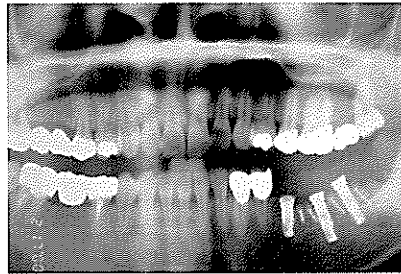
술후 방사선 사진. 양호하게 식립된 임플란트와 골편의 고정에 사용된 Screws를 관찰할 수 있다.
